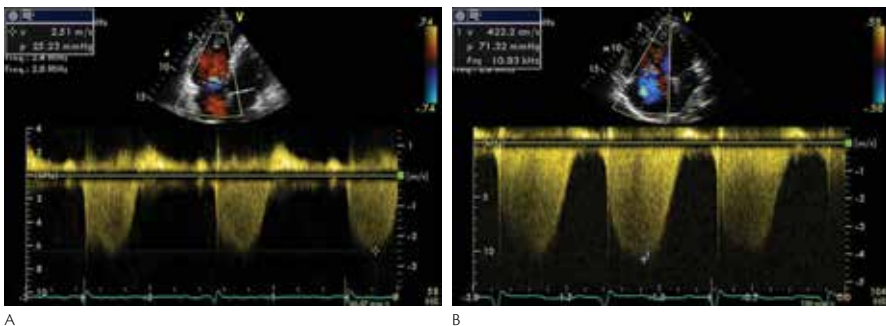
Continuous wave Doppler tracing of tricuspid regurgitant flow in a normal subject (A) and in a patient with severe pulmonary hypertension (B). PD, proto-diastolic flow velocity; ED, end-diastolic flow velocity
